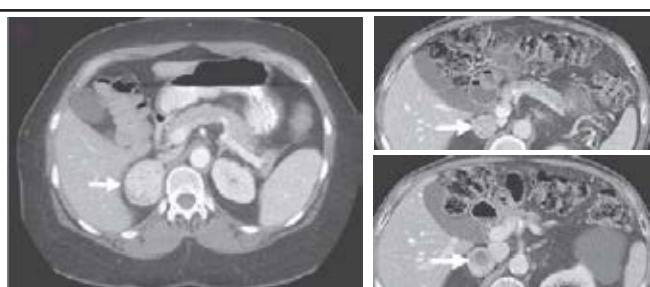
Tomografía computada contrastada que muestra la presencia de un Feocromocitoma. Comparison of CT findings in symptomatic and incidentally discovered pheochromocytomas. Motta-Ramírez G.A., *Am J of Roentgen* 2005; 185:684-8
